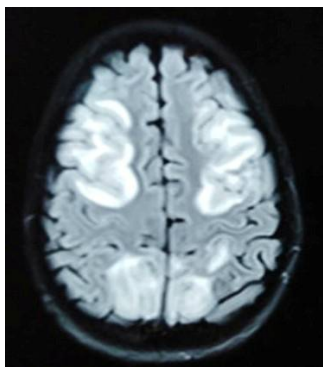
coupe axiale d'une IRM cérébrale (séquence Flair) montrant un hypersignal cortico sous cortical en fronto-pariétal bilatéral.
